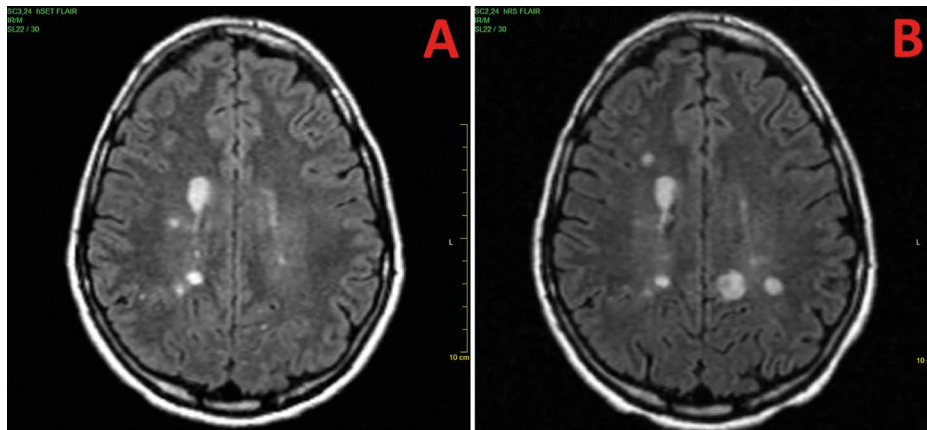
Diagnostická magnetická rezonance mozku. V oblasti bílé hmoty jsou patrná vícečetná ložiska, především periventrikulárně, dále v hluboké bílé hmotě, drobné ložisko ve spleniu corporis callosi (A), enhancing ložisko temporálně vpravo (B) jako známka aktivity onemocnění
